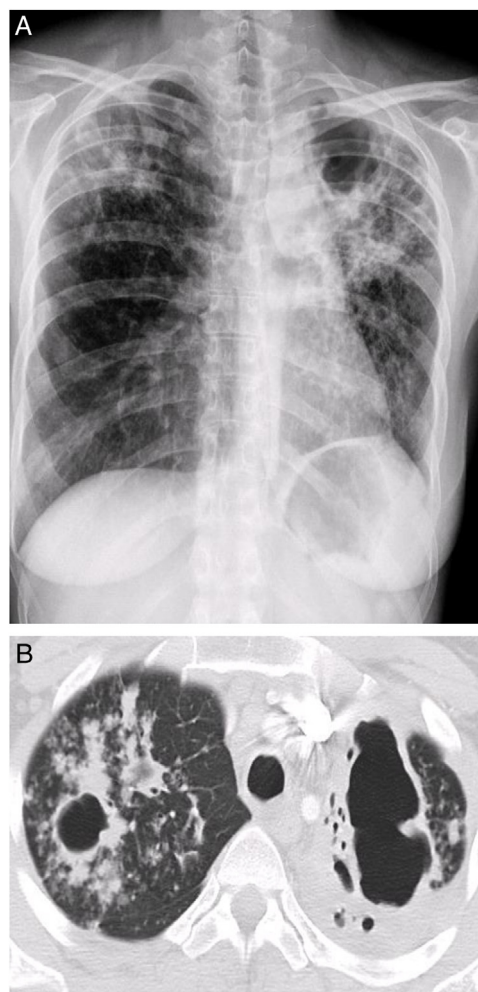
Caso 1. Radiografía de Tórax postero-anterior y TC de Tórax: aumento de densidad en lóbulo superior izquierdo con retracción que sugiere cronicidad. Cavernas biapicales con destrucción del parénquima.
